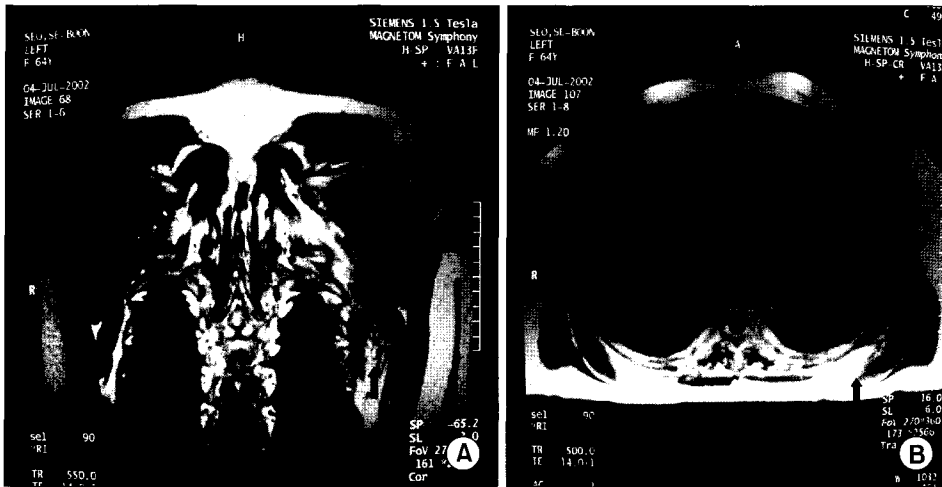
coronal (A) and transverse (B) T1-weighted spin echo images show a well defined mass situated between the ribs and the serratus anterior musculature, which shows similar signal intensity to that of muscle (arrow).
